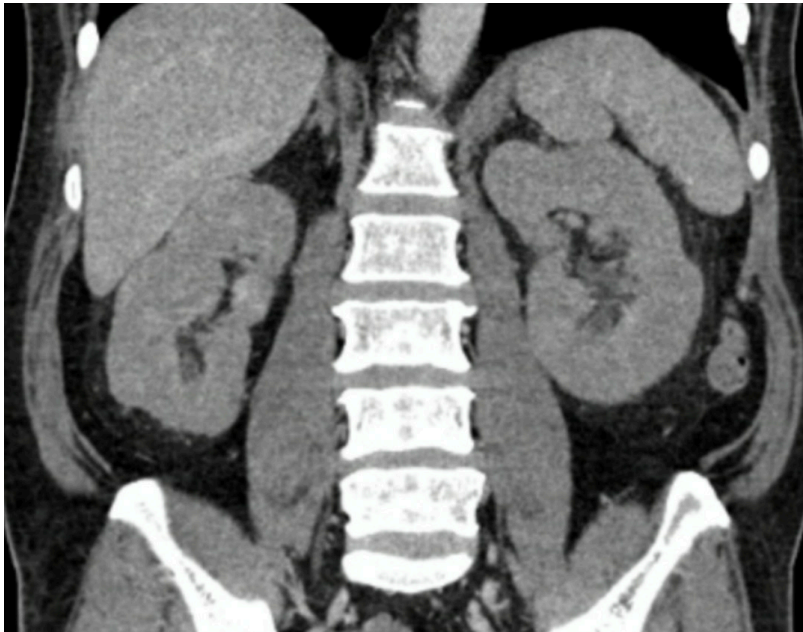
Estudio imagenológico con tomografía computarizada (TC) de cerebro, cuello, tórax, abdomen y pelvis. Se evidencian signos de nefropatía médica bilateral
